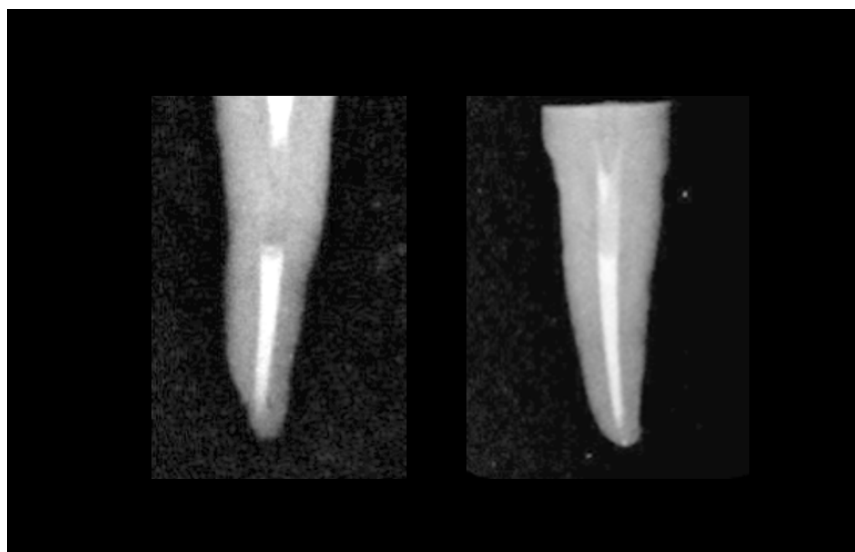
Radiographic images show close adaptation of FRC post (left) and UPF post (right) to the root canal
